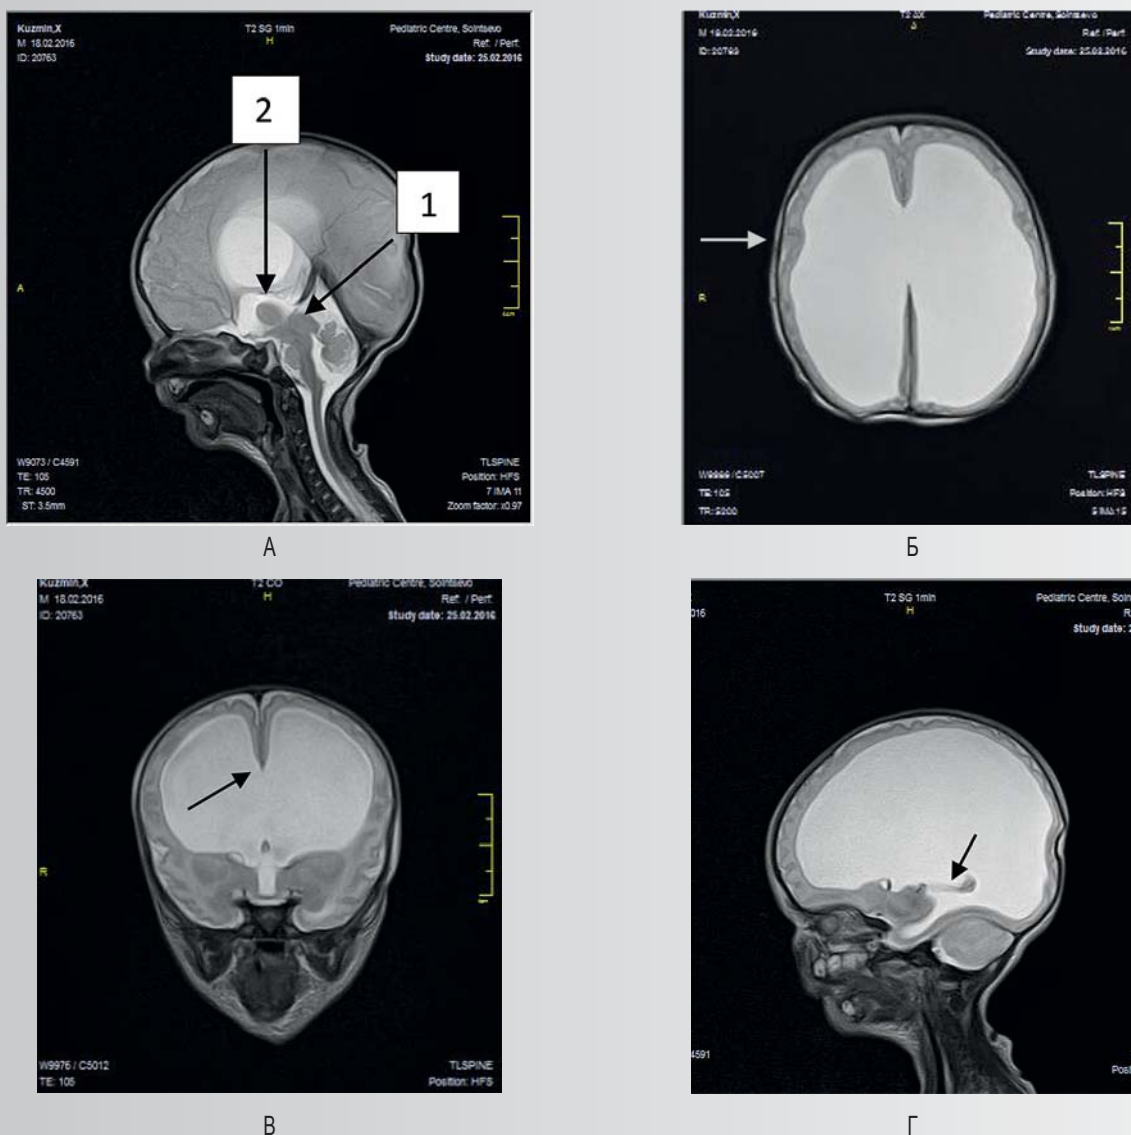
МРТ новорожденного ребенка с врожденной гидроцефалией. А — окклюзия водопровода (1), утолщена интерталамическая спайка (2). Б — дефект межжелудочковой перегородки головного мозга. В — мозолистое тело истончено. Г — гиперплазированное сосудистое сплетение бокового желудочка
